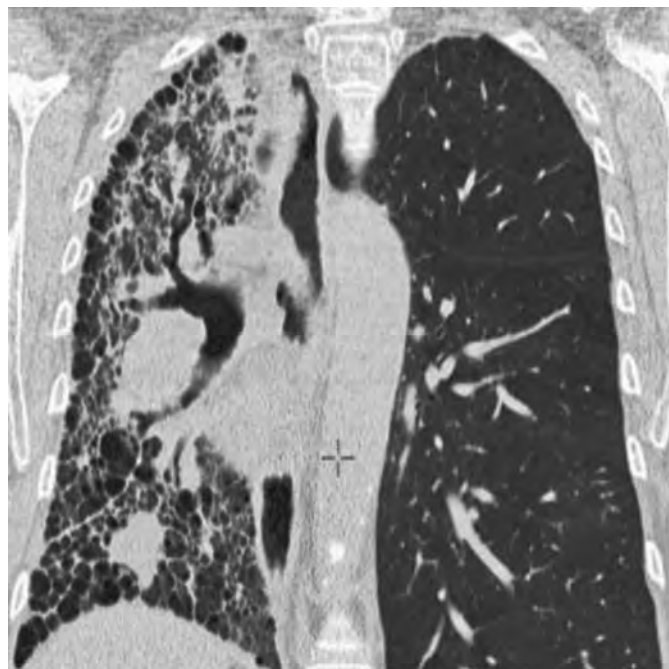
КТ ОГП. Множественные кисты.
